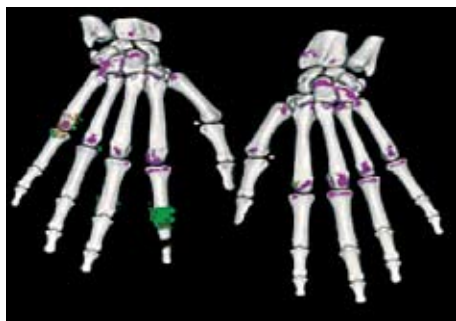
双源CT提示双手小关节有多发尿酸盐结晶沉积，以右手第二近端指间关节最为突出（图中绿色部分）
